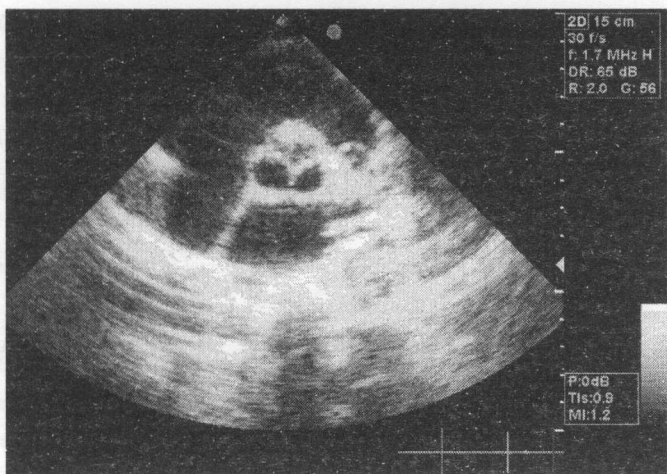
Valva aortică tricuspida (închisă), secțiunea parasternală ltransversală.
